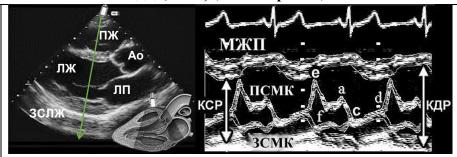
Эхокардиография (парастернальная длинная ось): В-режим (слева) и М-режим (справа). М-режим отображает смещение во времени структур, расположенных вдоль выбранной на В-режиме линии. На представленном изображении она проходит через створки митрального (левого атриовентрикулярного) клапана. ПЖ — правый желудочек; ЛЖ — левый желудочек; Ао — луковица аорты; ЛП — левое предсердие; ЗСЛЖ — задняя стенка левого желудочка; МЖП — межжелудочковая перегородка; КСР — конечно-систолический размер ЛЖ; КДР — конечно-диастолический размер ЛЖ; ПСМК и ЗСМК — передняя и задняя створки митрального клапана, соответственно
